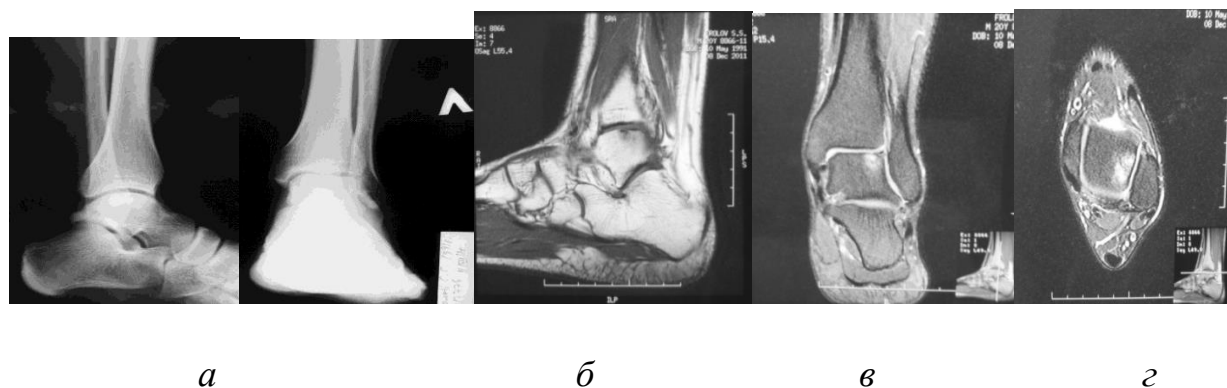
Пациент Ф. 20 лет, и/б №Н2011-1694. Данные рентгенологического обследования при поступлении.
